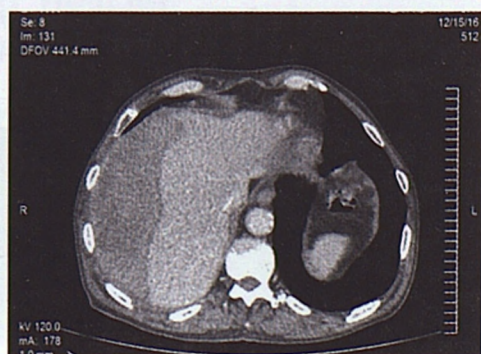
Больной Т., 76 лет. КТ через 1 неделю. Увеличение размеров подкапсульной гематомы правой доли печени
